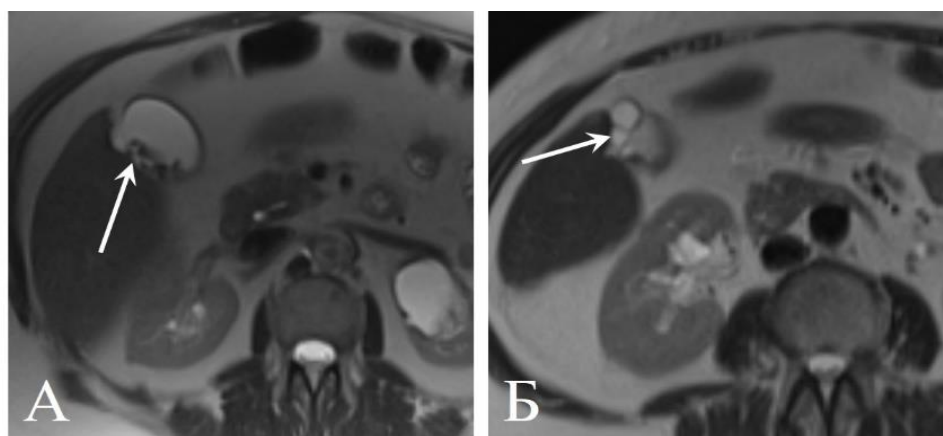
Пациентка 52 лет, поражение печени при нейроэндокринном раке легкого. МРТ в режиме Т2 через 8 мес. после ТЛЛНМ демонстрирует пристеночные мелкие конкременты в желчном пузыре (А, стрелка) и отграниченные жидкостные структуры в области дна (Б, стрелка)
